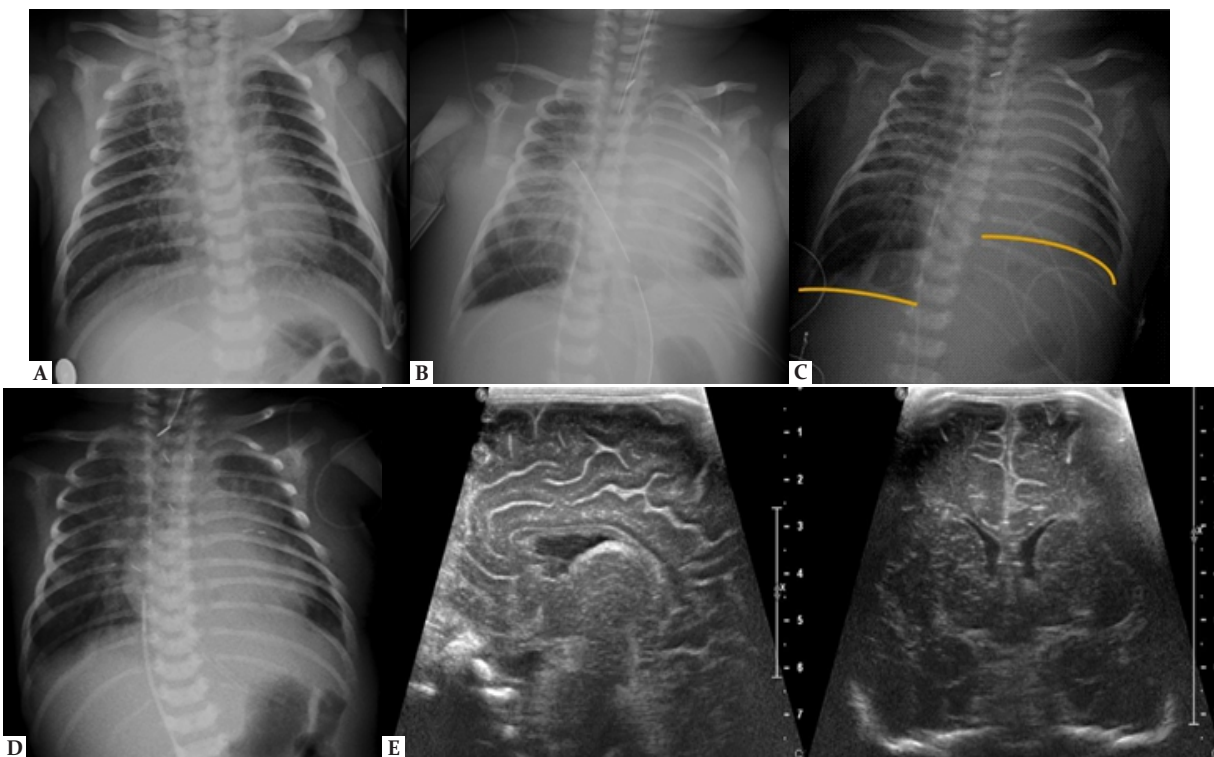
A) Radiografía simple de tórax a las 2 horas de vida. B) Radiografía simple de tórax, a las 72 horas posquirúrgicas. C) Radiografía simple de tórax post-extubación. Las líneas destacan la elevación de hemidiafragma izquierdo (probable parálisis diafragmática) que se confirmó más tarde por fluoroscopia. D) Radiografía simple de tórax posquirúrgica de plastia diafragmática, que demuestra la corrección del hemidiafragma izquierdo. E) US transfontanelar en cortes sagital medial y coronal, sin evidencia de sangrado intraventricular. Posterior a eventos quirúrgicos y cuidados intensivos.
